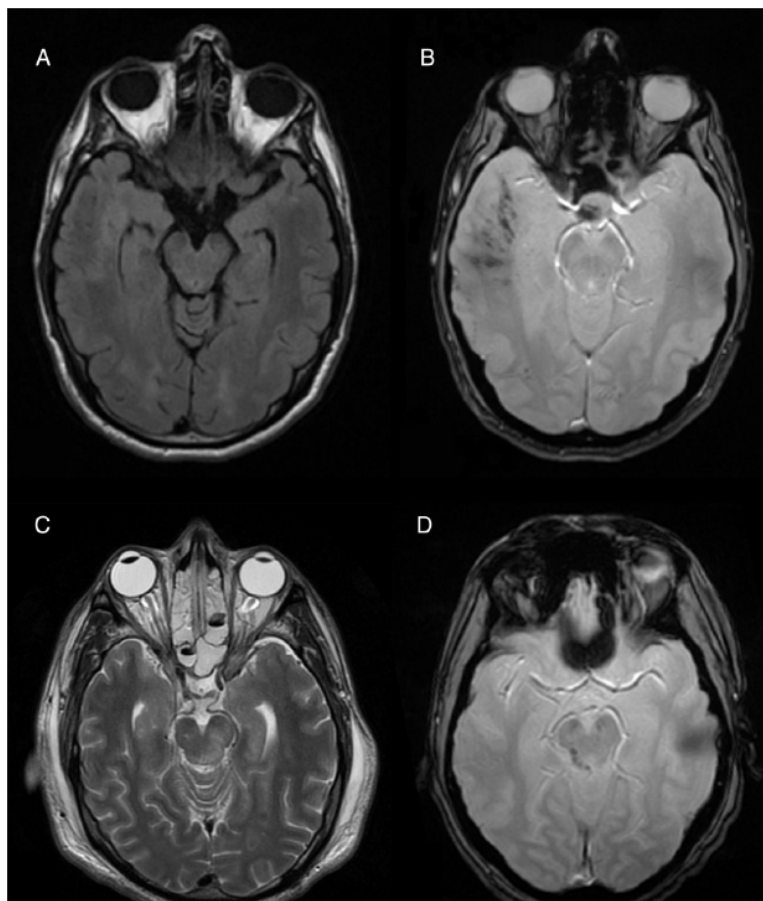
LAD a nivel subcortical en A y B. A) Axial FLAIR en la que no se visualiza de una manera clara. B) Axial eco de gradiente donde se resaltan las lesiones al ser hemorrágicas. C) Axial T2 con una lesión hiperintensa dorsal a nivel de mesencéfalo no hemorrágica. D) Axial eco de gradiente con LAD dorsal hemorrágica en mesencéfalo.
